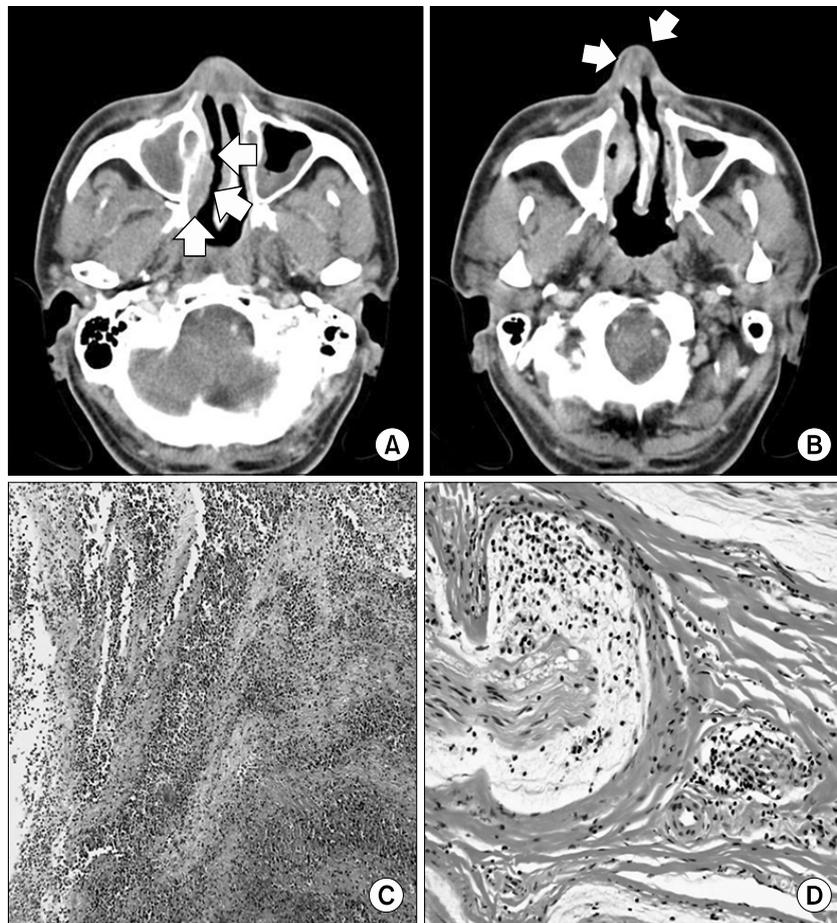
Initial radiologic examinations and tissue biopsy. (A) Paranasal sinusoid computed tomography scan on admission (3 years ago) shows thickening of the mucoperiosteal lining of the frontal sinus, ethmoid sinus, and maxillary sinuses. Near total opacification of the right maxillary sinus and mucosal thickening of the left maxillary sinus are also seen. (B) A focally dense, mass-like lesion was seen in the anterior nostril area. (arrow) (C) Necrosis and massive infiltration of inflammatory cells were observed on a nasal tissue biopsy. (D) A sural nerve biopsy indicated that inflammatory cells had infiltrated both the endoneurium with axonal degeneration and the perivascular area.
